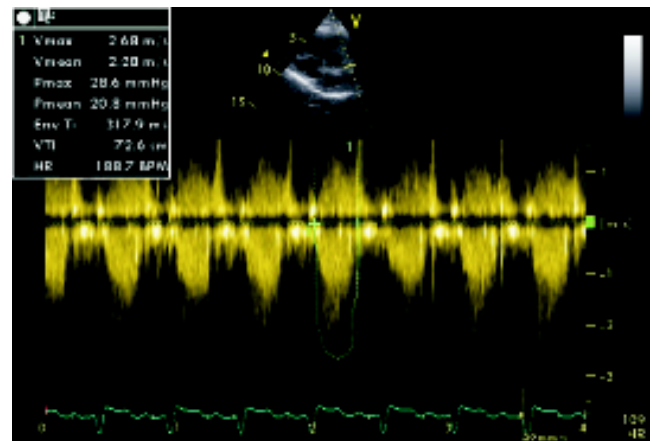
Doppler continuo de la válvula pulmonar con gradiente máximo instantáneo de 28.6 mmHg.
